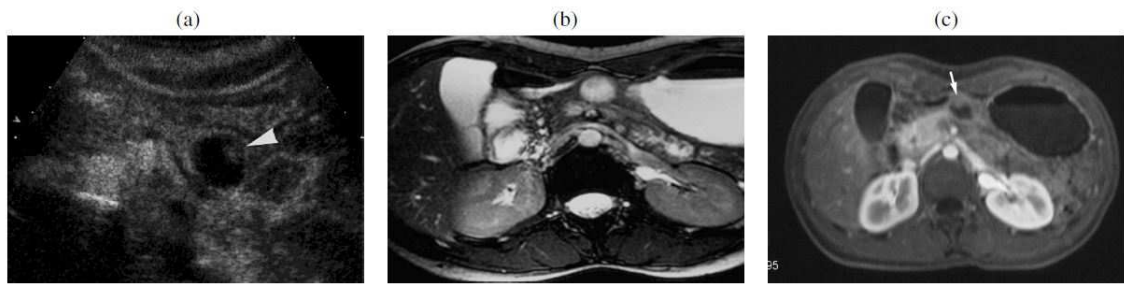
(a) La freccia mette in evidenza componente solida all'ecografia. Alla RM la lesione è iperintensa (b) nelle sequenze T2 pesate e le componenti solide mostrano enhancement (c) dopo iniezione di mezzo di contrasto.
